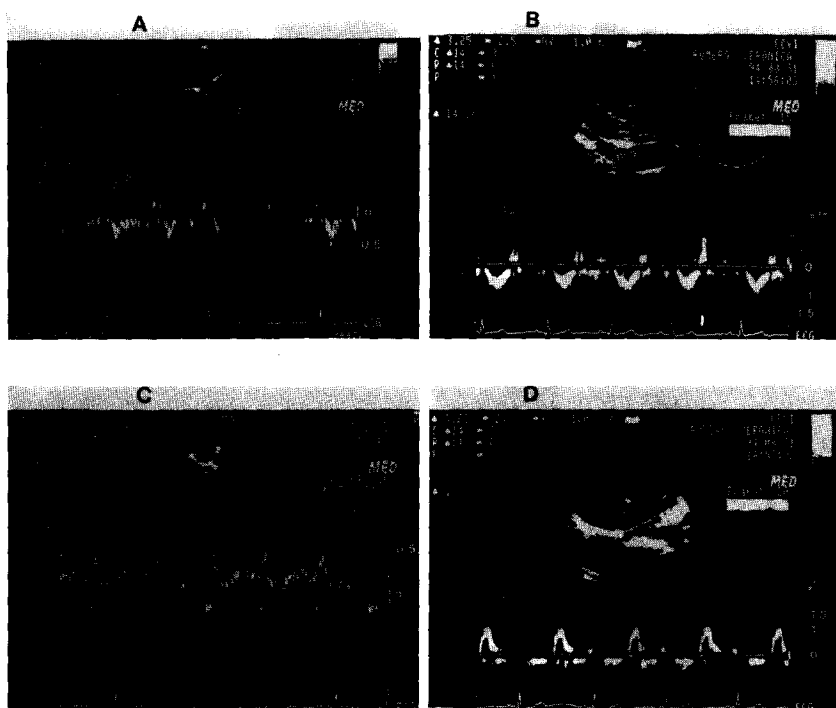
Dinámica de los flujos normales en el corazón biventricular por ecocardiografía 2-D Doppler y respiración. Aumento de la velocidad del flujo anterógrado en inspiración (trazado ascendente), en vena cava inferior (A) y en arteria pulmonar (B), sin cambio significativo en vena pulmonar (C) y flujo transmitral (D).
